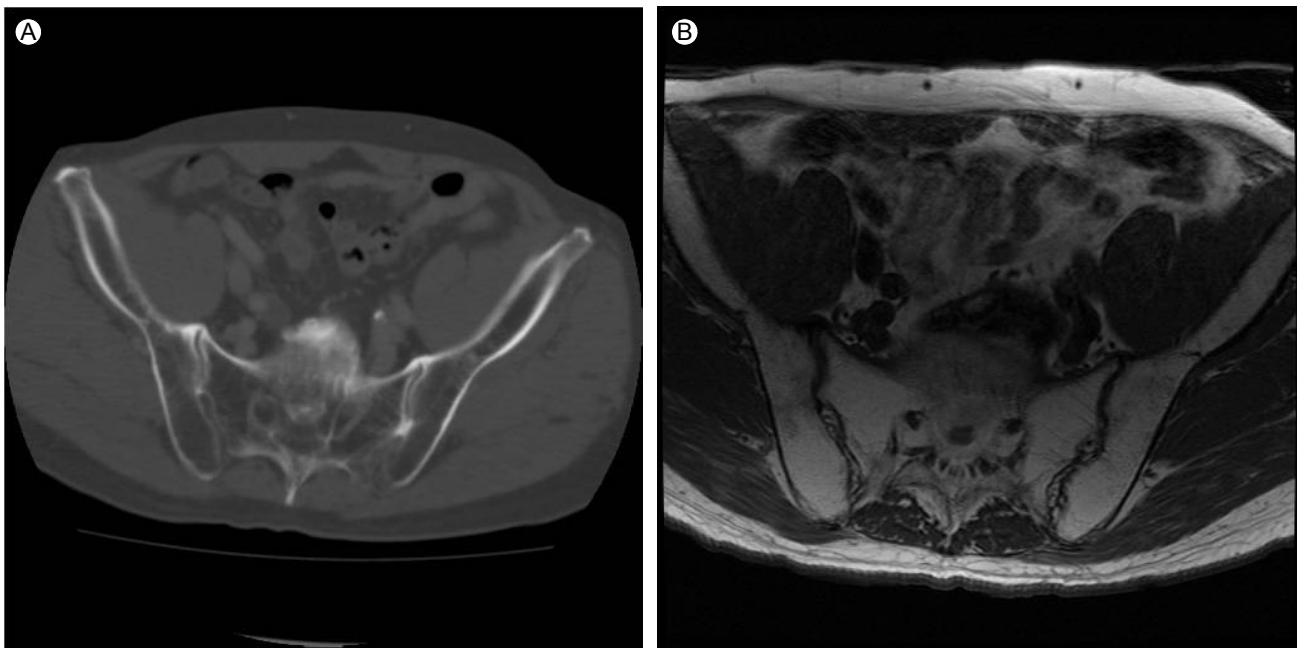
(A) and (B) Initial computed tomography (CT) and follow-up magnetic resonance imaging (MRI) of the sacroiliac (SI) joint showed no evidence of joint space narrowing, erosion, or sclerotic lesions.
